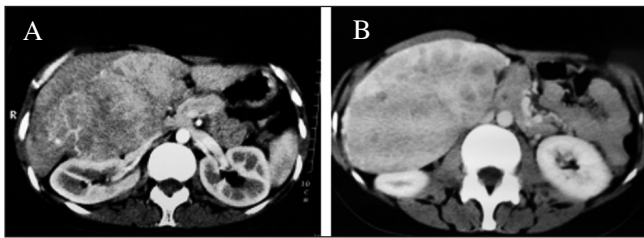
TAC abdominal con contraste, fase arterial (A) y fase venosa (B), mostrando masa hipodensa de 12 cm con ligero realce periférico (pseudocapsular) que ocupa los segmentos V y VI y desplaza el riñón derecho y el páncreas.
